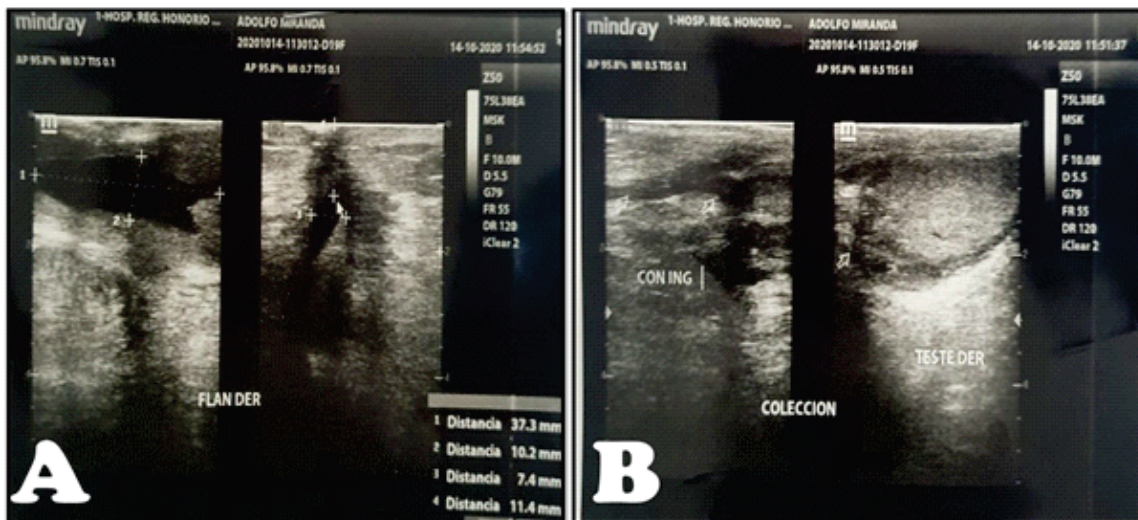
Ecografía de partes blandas. A. En flanco derecho: Imagen anecogénica en flanco derecho, a 11mm de profundidad, de bordes definidos, irregulares, en relación a seroma, que mide 37x10x7mm, con volumen aproximado de 1.34cc, con aumento de ecogenicidad de TCSC adyacente. B. En FID: imagen hipoeogénica de bordes mal definidos, irregulares, de contenido aparentemente líquido denso, que se extiende desde TCSC a planos musculares, llegando hasta conducto inguinal y de este hasta región escrotal, de 23x11x30mm, con un volumen aproximado de 3.9cc.
